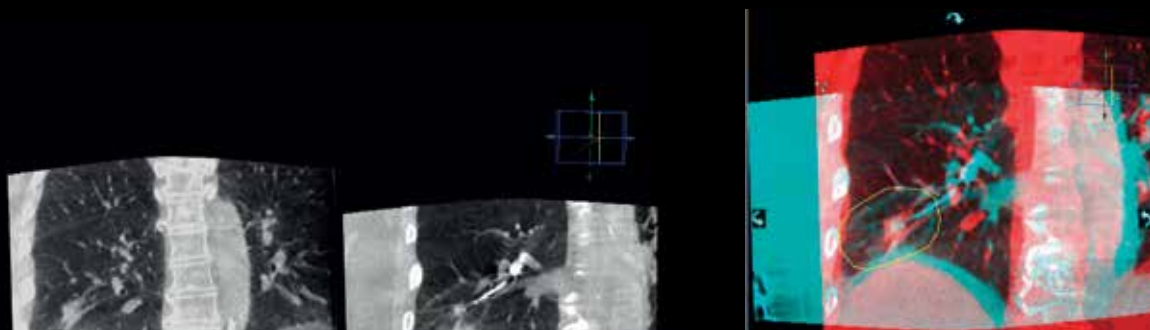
Comparación de volúmenes de una tomografía computarizada de rayo cónico antes y después de una ablación utilizando la funcionalidad de vista doble (left). Vista de superposición de los dos volúmenes de TC de rayo cónico marcando el extenso del tejido que se le hizo ablación en amarillo (derecha)
